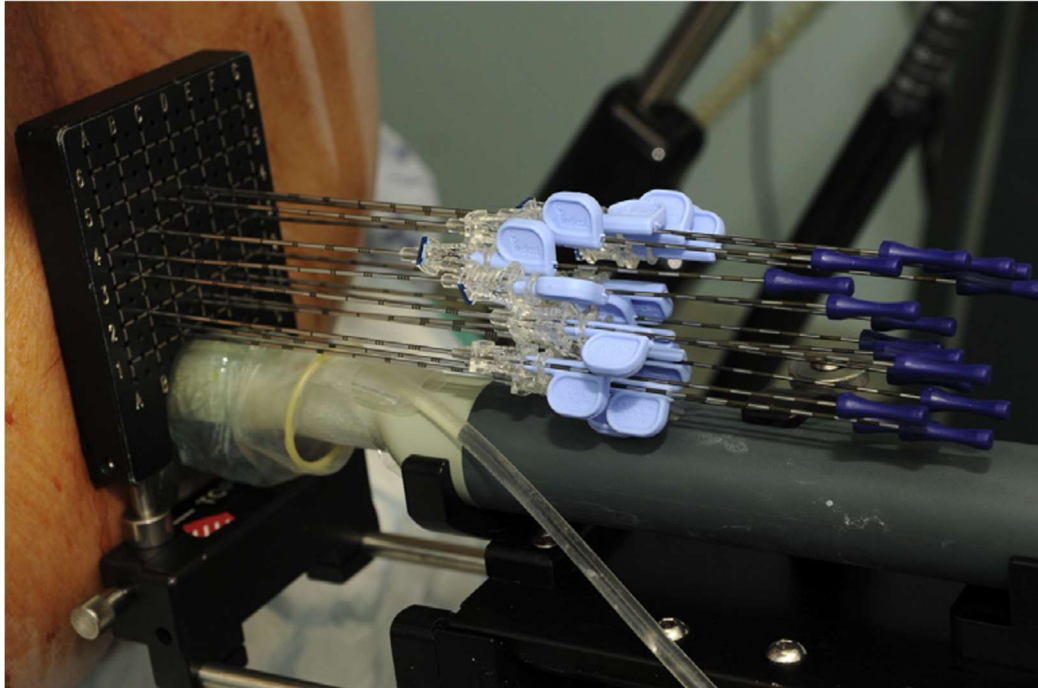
Inserção das agulhas para implantação das sementes. As agulhas são inseridas utilizando ultrasonografia transretal e uma grelha para garantir replicação exata das agulhas no plano original. Adaptado de (9)
